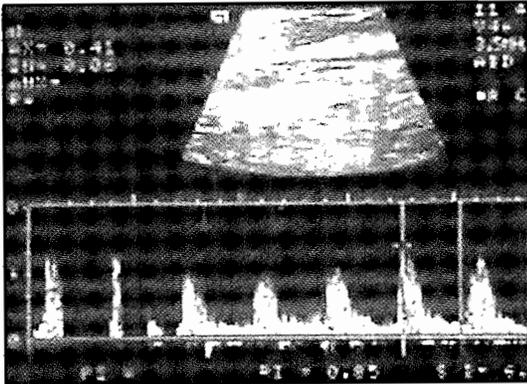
Echodoppler mode pulsé de l'artère rénale droite : élévation de l'indice de résistance à 0.85.
